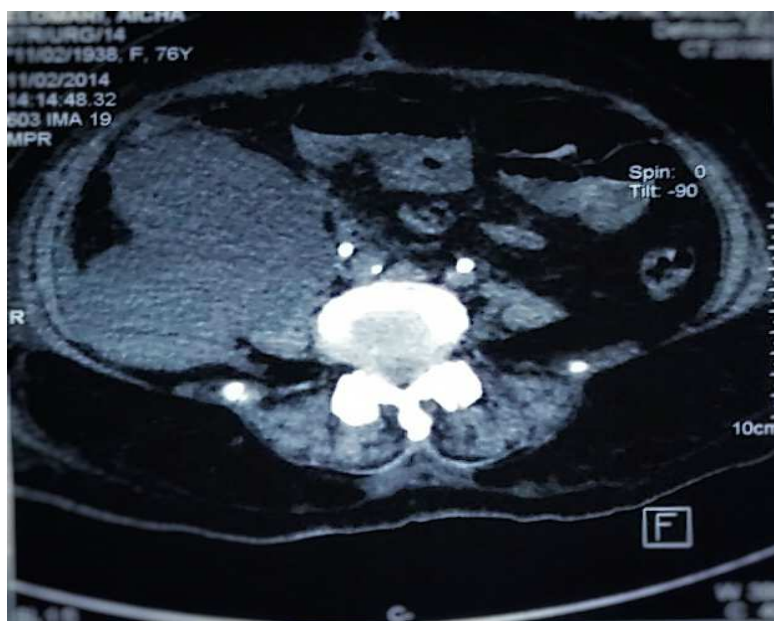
Cliché de TDM abdominale montrant une collection intra-abdominale du flanc et de la fosse iliaque droite de 22*10cm post-PA (Service d'urologie A CHU RABAT)
